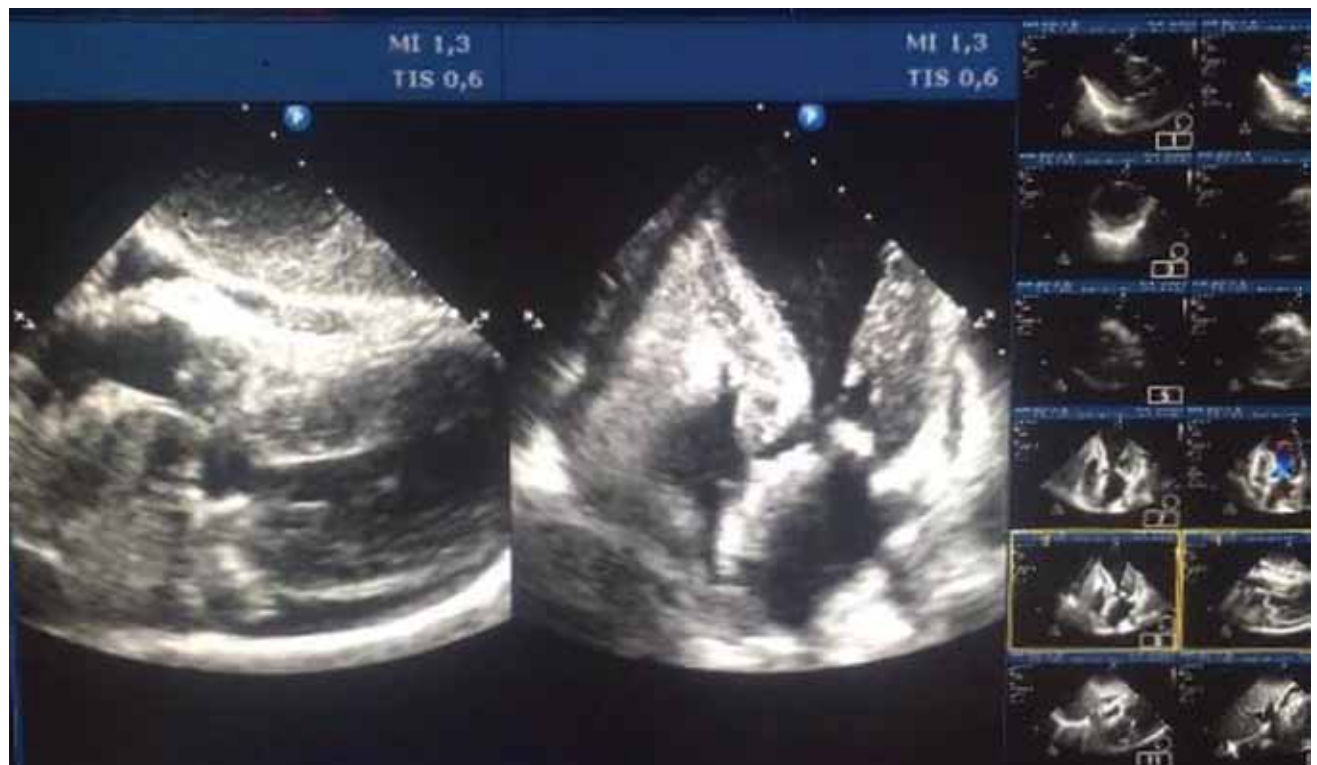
Ecocardiografía. Proyecciones subxifoidea y apical cuatro cámaras, donde se aprecia el clásico «balonamiento apical», derrame pericárdico severo con colapso de cavidades derechas.
